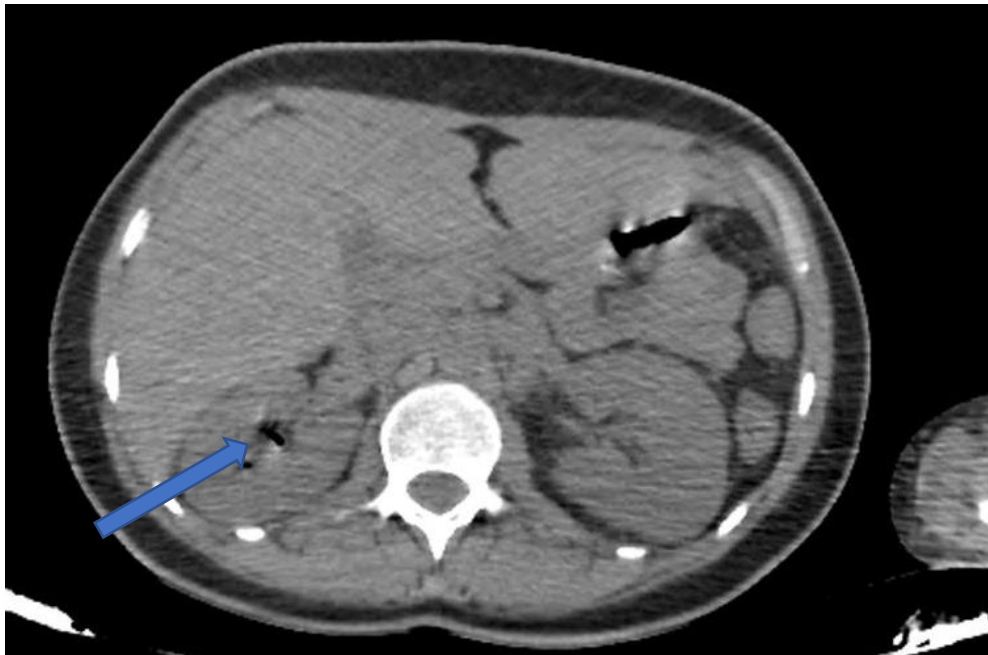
Coupe axiale d'une TDM abdominale sans injection du PDC montrant une bulle d'air pyélique (Flèche bleue) (STADE I de Huang et Tseng).
